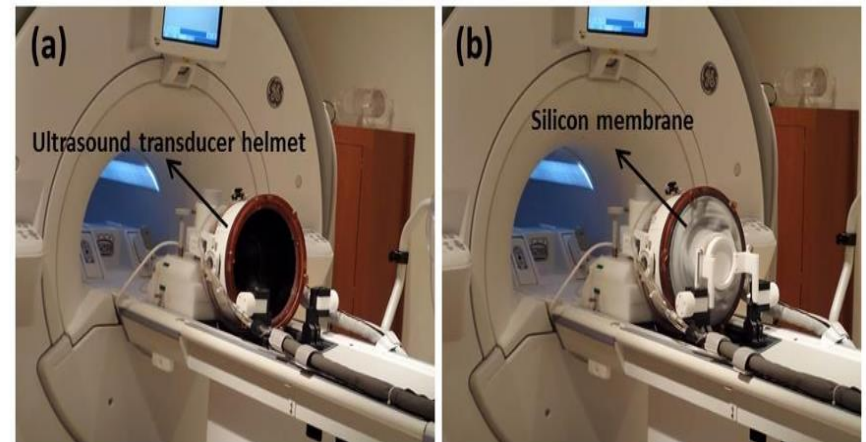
(a) The patient lies on the MRI bed and the head is placed inside the phased-array ultrasound transducer helmet. (b) The patient's head is covered with a flexible silicon membrane that is sealed to outer face of the ultrasound transducer helmet. Degassed and chilled water is circulated in the volume between the patient's head and the transducer to cool down the surface temperature and avoid damage. This water is also used to fill the space between the patient's head and the transducers to keep the skull bone temperature within a safe range.
